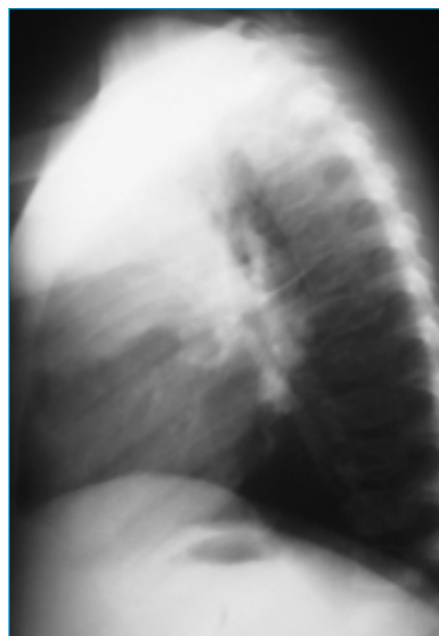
Adenopatie hilară bilaterală și paratraheală, opacitate cu bronhogramă aeriană LSD (radiografie de față și profil stâng)
